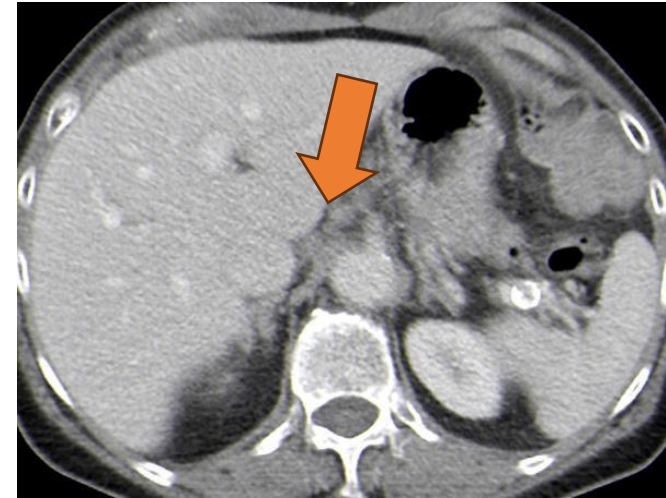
TC con contraste en plano axial. Adenopatía en hilio hepático
